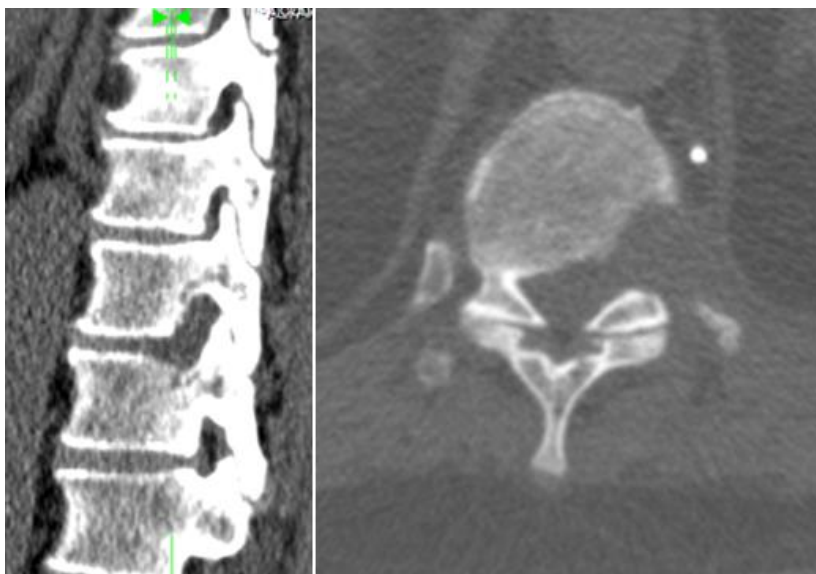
Tomografía axial computarizada postoperatoria de la columna lumbar, muestra mínima corpectomía inferior y superior de los niveles T10 y T11 con la foraminotomía correspondiente (derecha) y corpectomía izquierda del tercio posterior izquierdo de T10 – trayecto utilizado para la disectomía (derecha).
